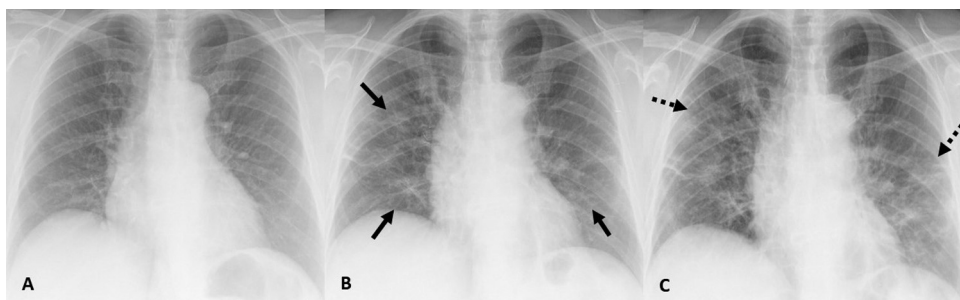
A) Imagen de RT de un paciente de 75 años que acude al servicio de urgencias con clínica compatible por infección COVID-19 de un día de evolución, sin alteraciones en la radiografía inicial y con resultado de PCR para SARS-CoV-2 positivo. B) Imagen de RT, 4 días más tarde en la que se identifican las OVD bilaterales. C) Imagen de RT, 2 días después en la que se observa el patrón reticular por engrosamiento de los septos con persistencia de las OVD.
